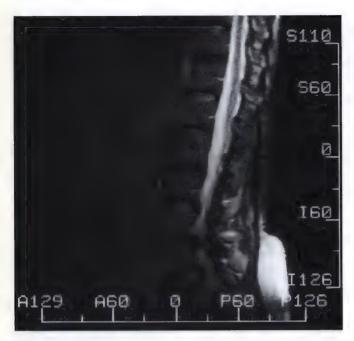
Vue sagittale de l'IRM de la colonne lombaire.
